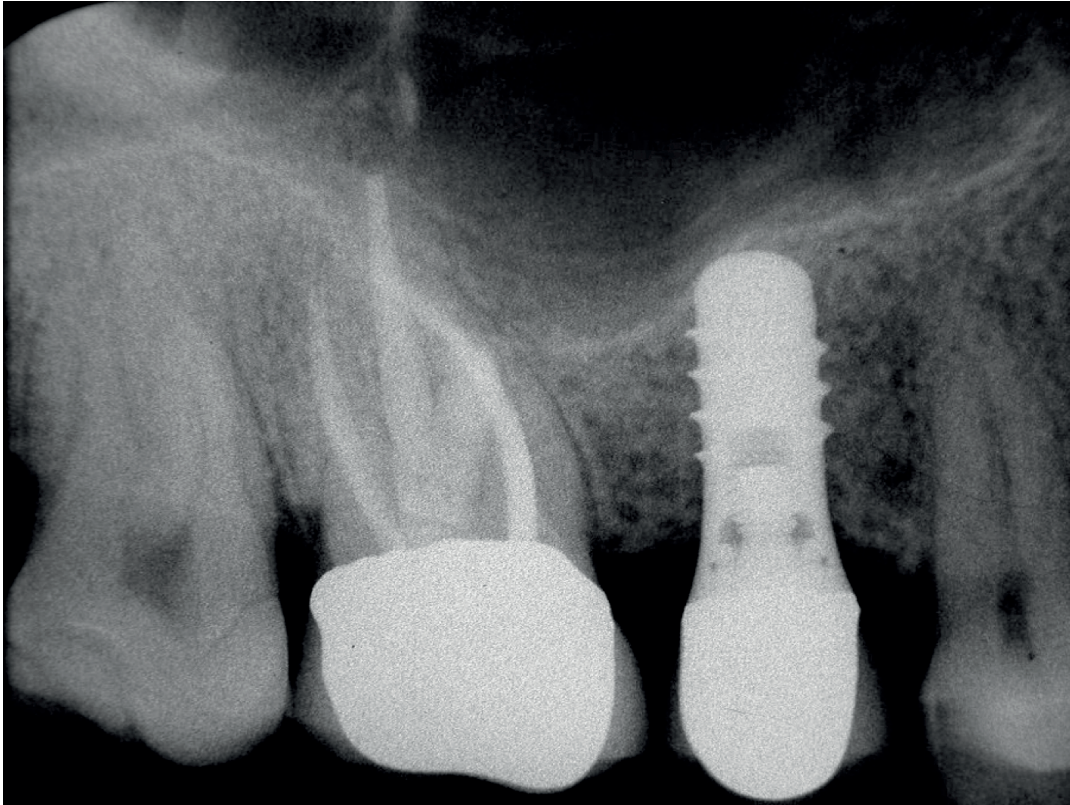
Das Röntgenbild anlässlich des 5-Jahres-Recalls (19.02.2009) zeigt eine vollständige knöcherne Ausheilung.
